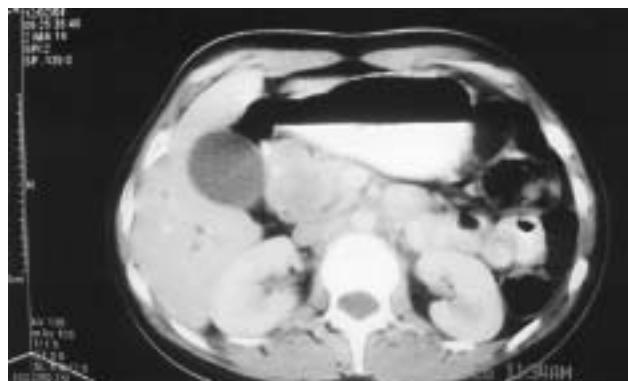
Tomografía computada de abdomen donde se observa lesión hipodensa de 6 cm de diámetro localizada en la cabeza de páncreas.
